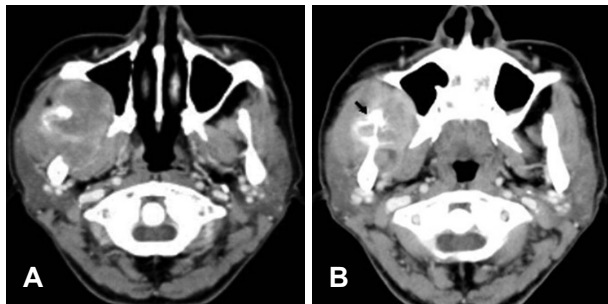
Axial view of CT scan shows well-demarcated mass at right masticator space and pterygoplatine fossa. There was calcification in the mass with heterogenous enhancement (A). Bony erosion was observed in the right mandibular ramus (arrow)(B). There was no evidence of skull invasion and intracranial lesion.
